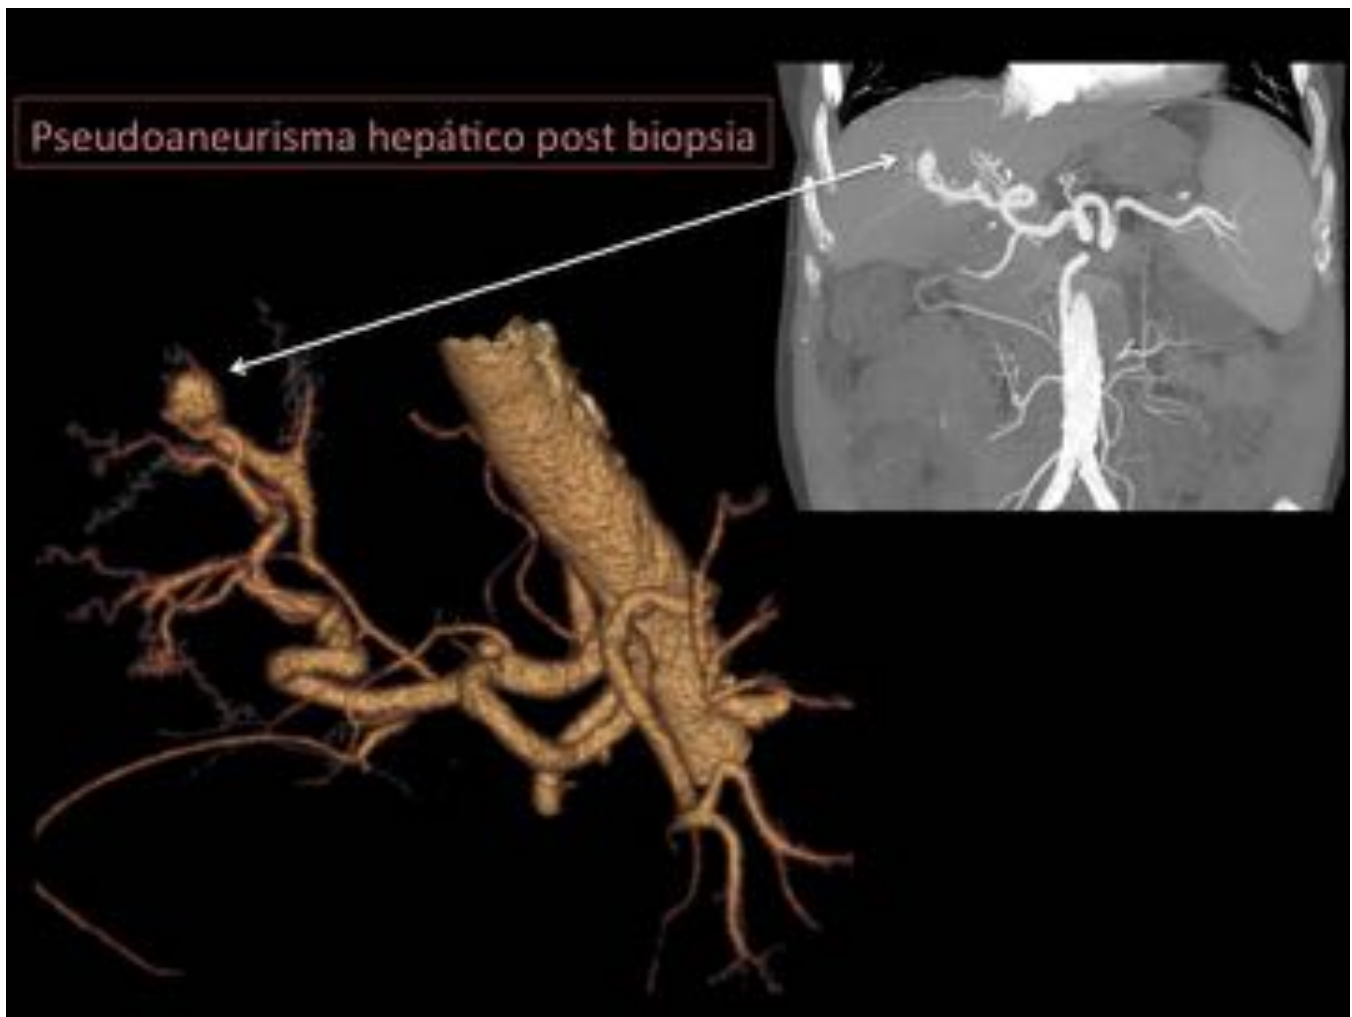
Mujer trasplantada hepática con sospecha de rechazo a la que se le realiza biopsia hepática. En controles posteriores se evidencia una imagen sugestiva de pseudoaneurisma (flecha en imagen VR (izq) y MIP coronal (dch) de angio TC en fase arterial).
